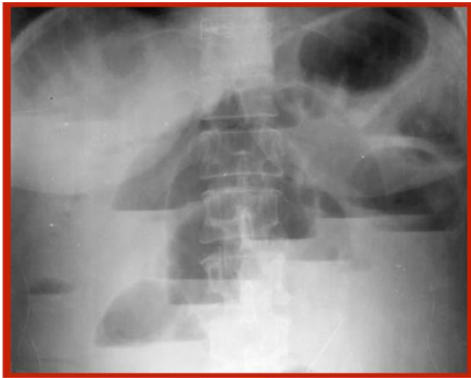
Қорин бўшлиғи обзор рентгенограммаси. Клойбер косачалари.
